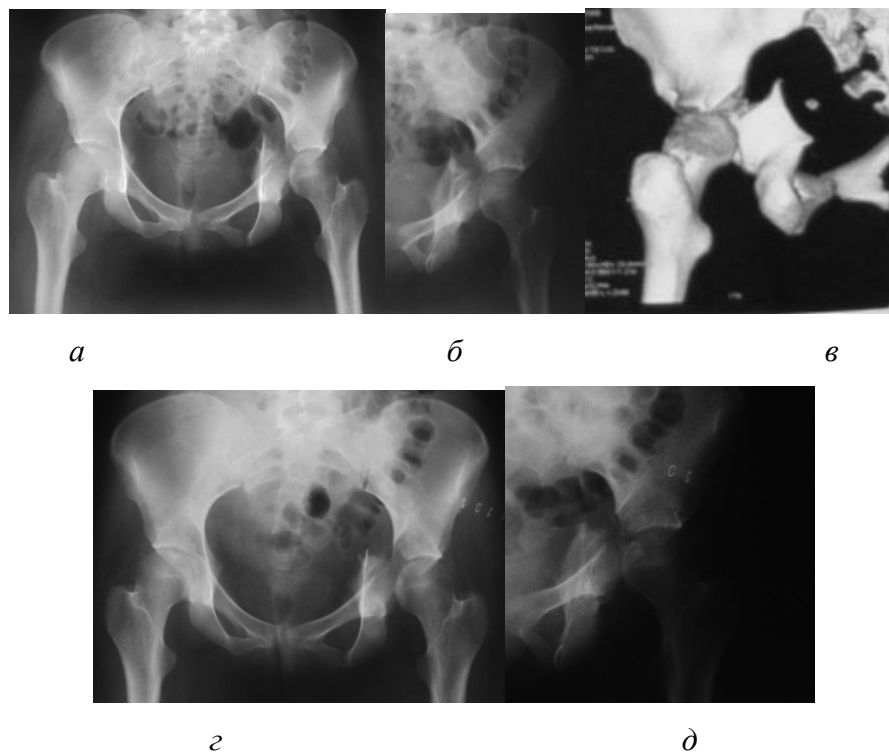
Рентгенограммы (а, б) и 3D-КТ-реконструкция (в) пациентки 23 лет с Т-образным переломом левой вертлужной впадины. Определяется нормальное соотношение головки бедра и сурсила, имеет место прямой костный межотломковый контакт в области заднего опорного комплекса. В данном случае показанием для оперативного вмешательства явилось наличие посттравматической нейропатии седалищного нерва. По данным УЗИ нерв сдавлен костным отломком на уровне большой седалищной вырезки; г, д – рентгенограммы той же пациентки после моделирующей резекции ВВ. Была выполнена резекция смещенного костного отломка, который компримировал нерв, а также ревизия и невролиз седалищного нерва. Интраоперационно была выявлена стабильность в области заднего опорного комплекса.
